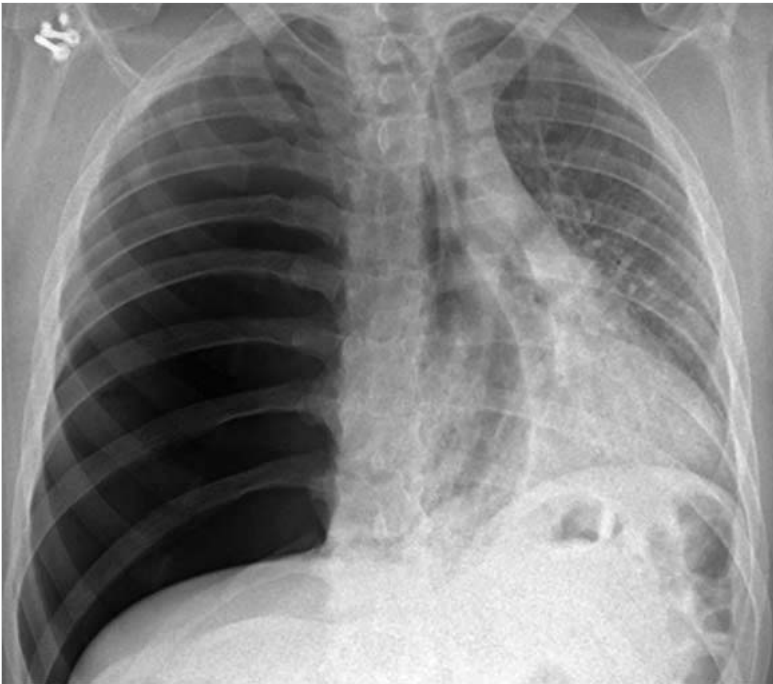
Röntgen-Thorax: spontaner Spannungspneumothorax.
